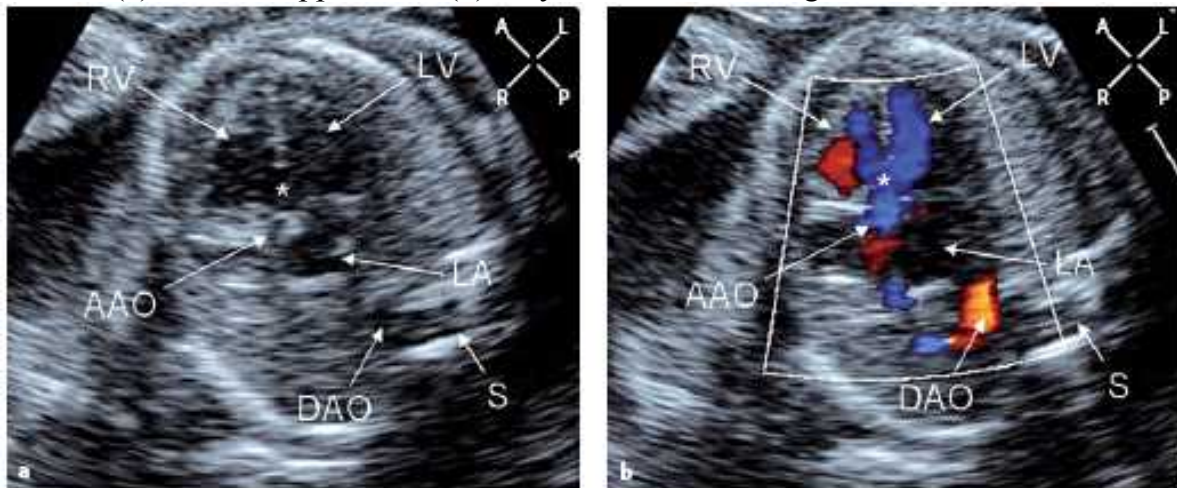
Thai 34 tuần bị tứ chứng Fallot. Thông liên thất dưới ĐMC (a) và trên doppler màu (b) ở thì tâm thu.
